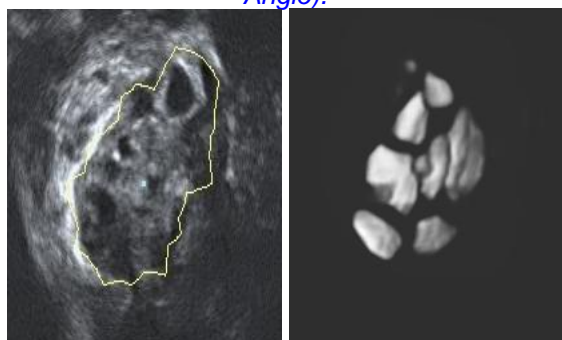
3D-УЗИ. Антральные фолликулы при использовании программы Inversion mode (слева). При помощи программы VOCAL произведено удаление экстраовариальных тканей и получено изображение только АФ (справа).
